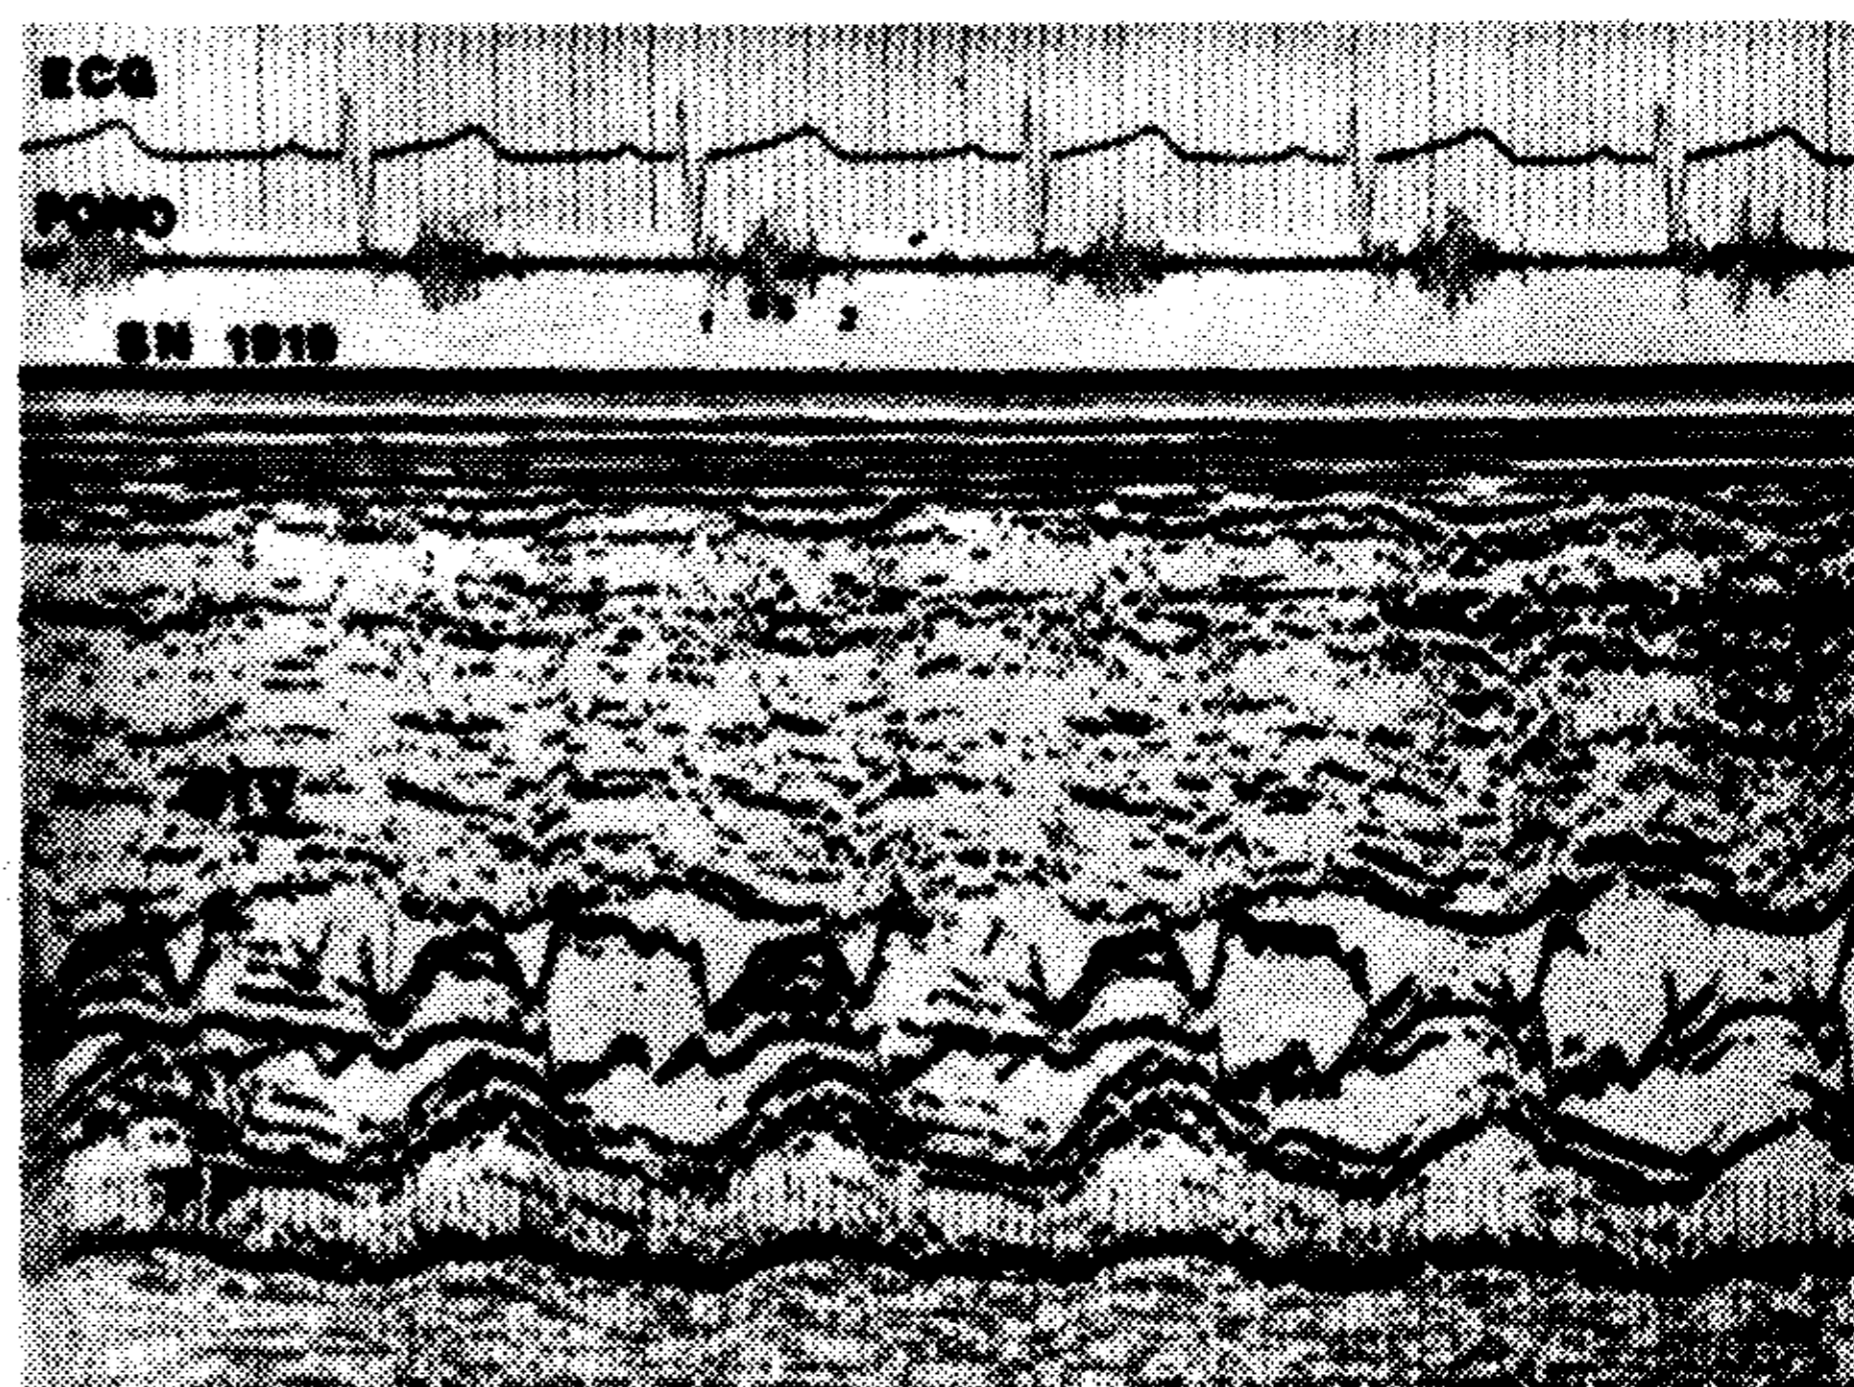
Ecocardiograma en nivel 2 con fonocardiograma simultáneo. Se aprecia el anormal movimiento anterior sistólico (MAS) de la válvula mitral, que contacta con el septum hipertrófico. También se destaca la ubicación anterior de la válvula mitral y la marcada disminución de su pendiente de llenado diastólico inicial. SIV, septum interventricular; VAM, valva anterior mitral; VPM, valva posterior mitral; PP, pared posterior.
